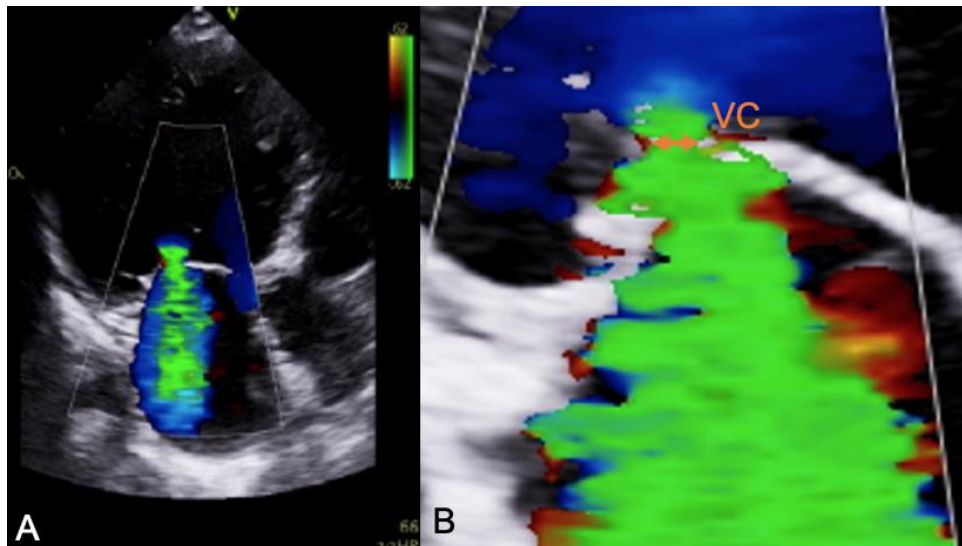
Echokardiographische Bestimmung der Vena contracta
